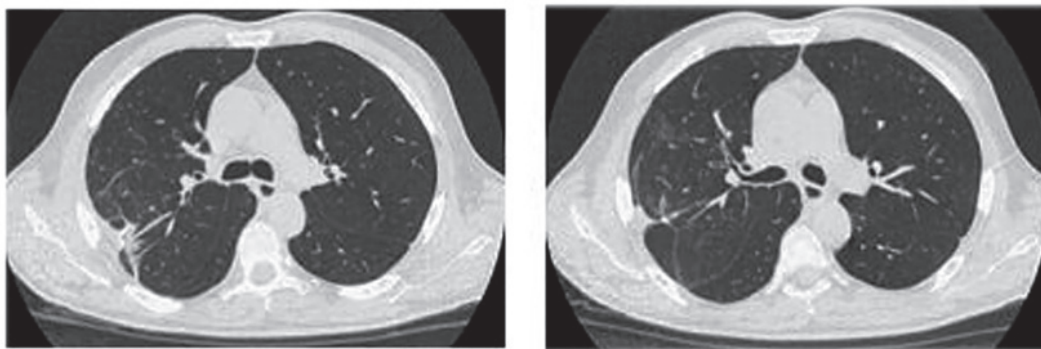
КТ легень хворого Л. через 1,5 місяці після біопсії (09 вересня 2024 р.): залишкова плевральна реакція після біопсії правої верхньої частки, розсмоктування пневмонічних інфільтратів
